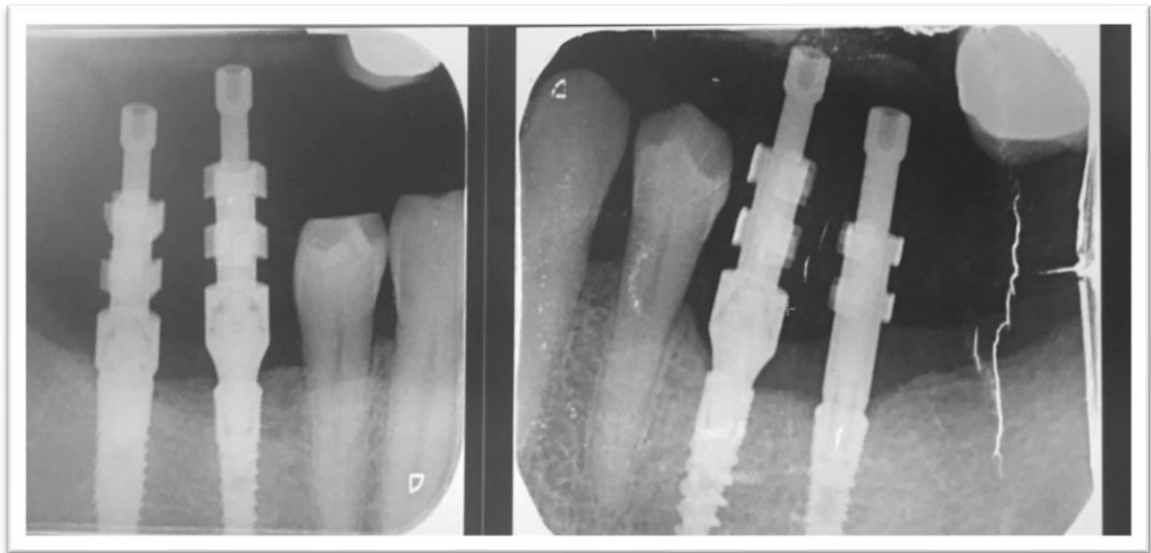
periapical con *transfer* para verificar adaptación. Paciente estudio.
